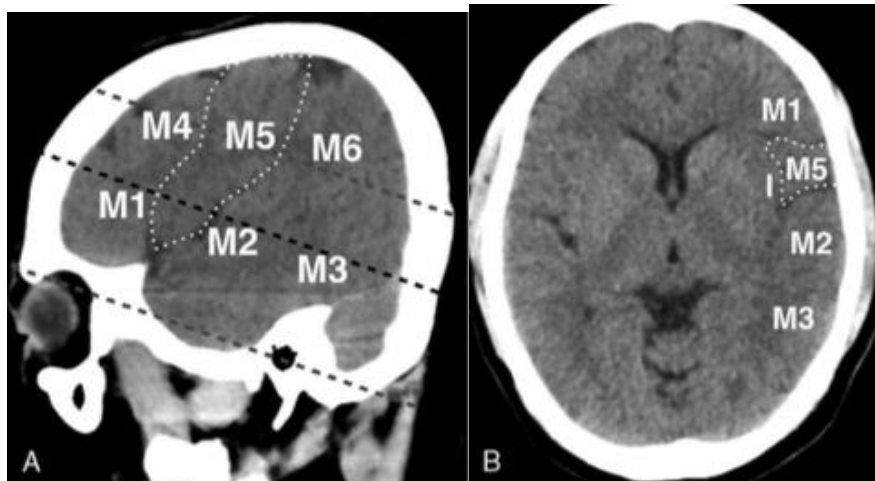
ASPECTS reconstruction sagittale[180].
